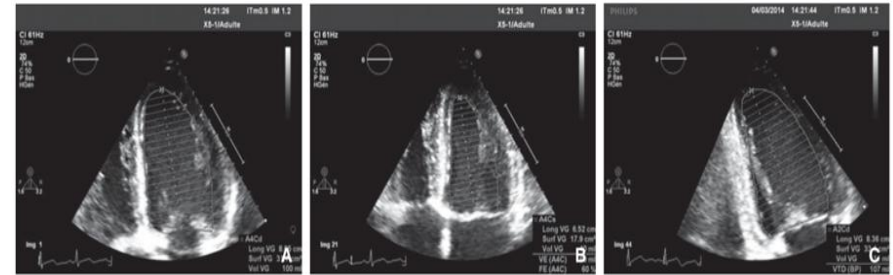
Échographie transthoracique incidence apicale 4 cavités et 2 cavités : évaluation de la fraction d'éjection ventriculaire gauche en Simpson biplan, évaluation des volumes télédiastoliques (A, C) et téléystoliques (B, D) en 4 cavités et en 2 cavités.
